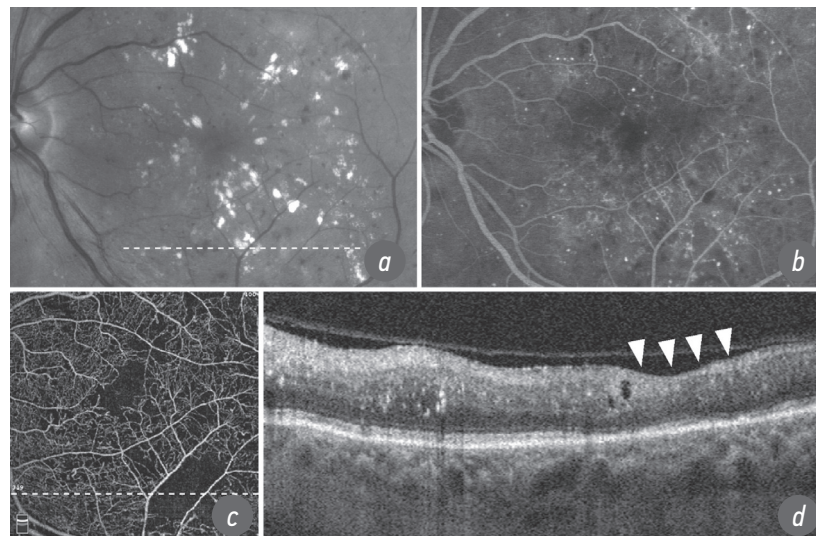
Дезорганизация внутренних слоёв сетчатки у 68-летнего пациента с тяжёлой непролиферативной диабетической ретинопатией: *a* — сканирующая лазерная офтальмоскопия в зелёном свете, не показывает острых ишемических поражений; *b* — флуоресцентная ангиография, показывает неперфузируемую область, соответствующую дезорганизации внутренних слоёв сетчатки; *c* — изображение оптической когерентной томографии-ангиографии поверхностного капиллярного сплетения, показывает неперфузируемые зоны сетчатки. Пунктирная линия обозначает положение В-скана; *d* — структурный скан оптической когерентной томографии, показывающий дезорганизацию внутренних слоёв сетчатки (наконечники стрелок)
